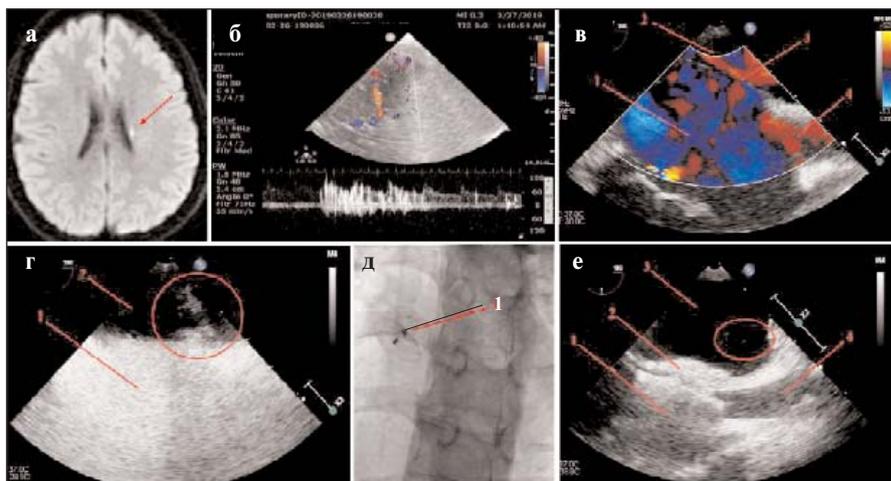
Результаты обследования пациентки Б., 22 лет: а – МРТ головного мозга в режиме T2, стрелкой показана киста, являющаяся последствием перенесенного эмболического инфаркта левого полушария мозжечка; б – ТКДГ-ПП, 3-я степень выраженности ПЛШ; в – ЧП-ЭхоКГ до процедуры, бикавальная проекция. Четкого сброса через ООО не выявлено. Правое (1), левое (2) предсердия, ООО (3), верхняя полая вена (4); г – ЧП-ЭхоКГ с контрастированием, бикавальная проекция. ООО (1), пузырьки воздуха (2) в полости левого предсердия (более 10 в кадре – средний шунт); д – ЧП-ЭхоКГ сразу после эндоваскулярного закрытия ООО. Правое (1), левое (2) предсердия, окклюдер в ООО (3)<sup>1</sup>
